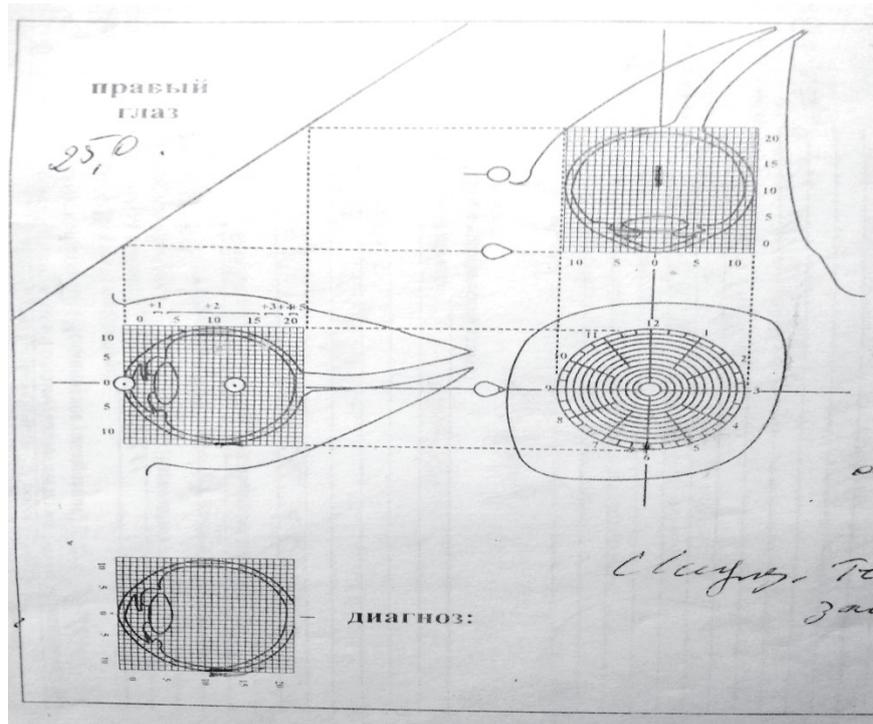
Рентгенлокализация инородного тела по Комбергу – Балтина.
